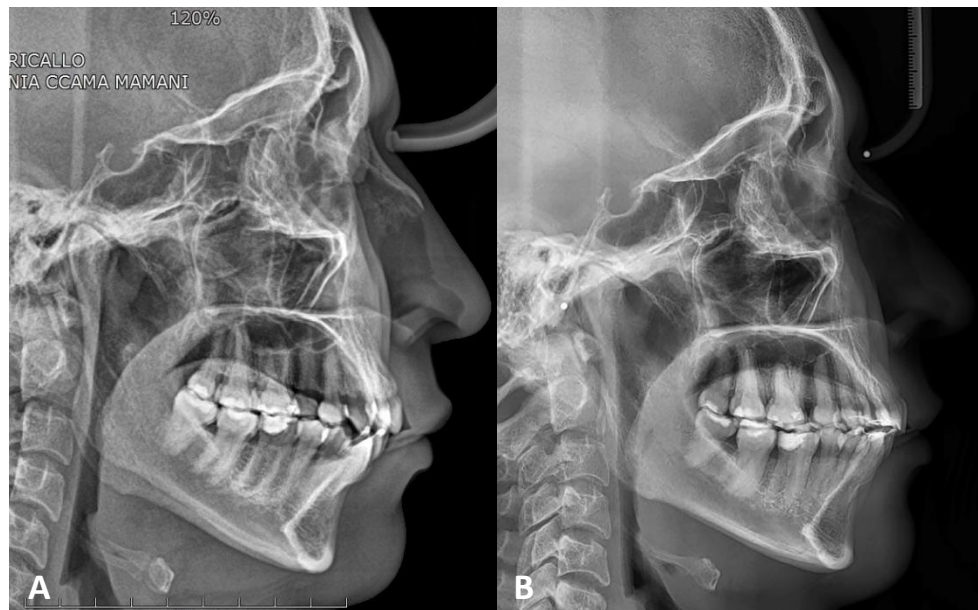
Radiografía cefalométrica.
